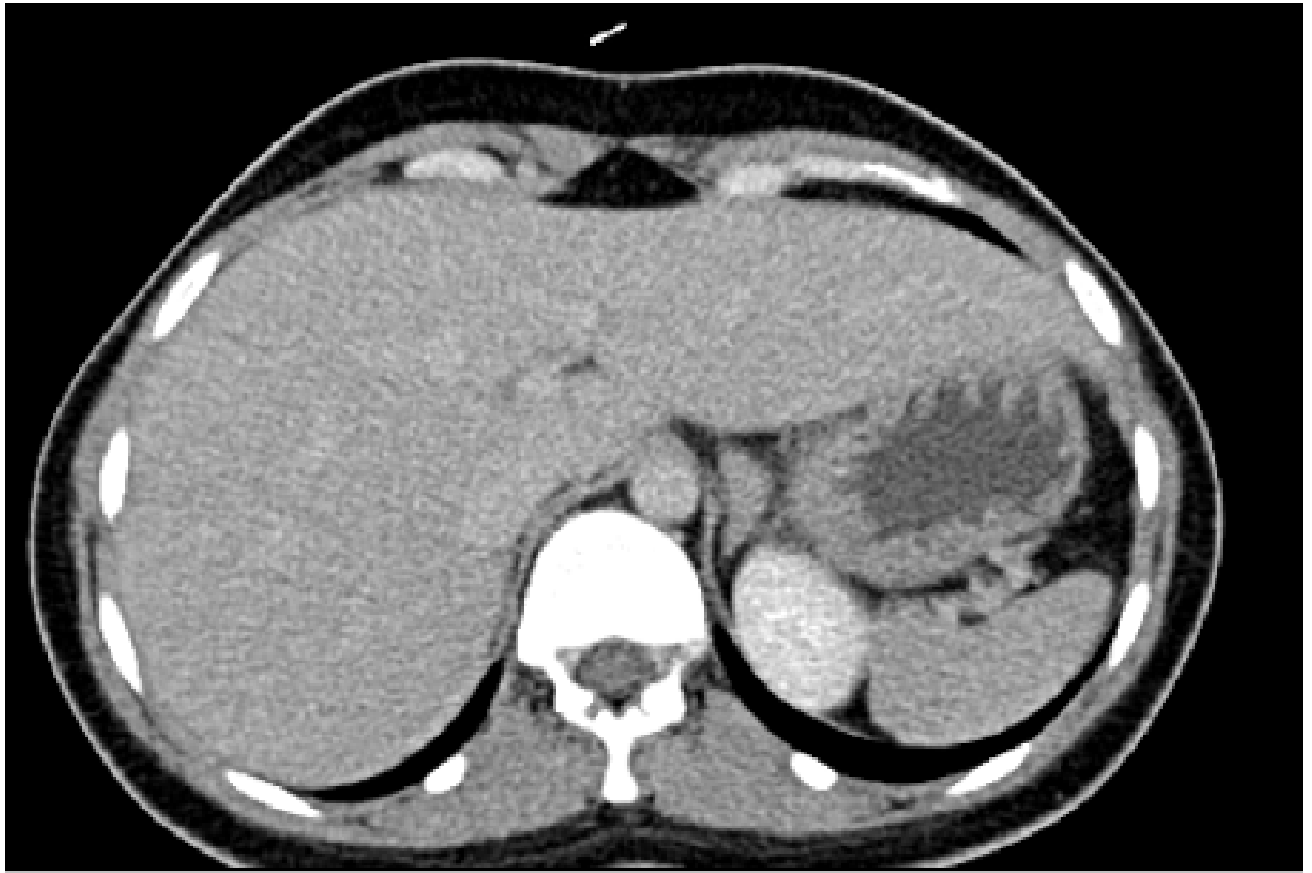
TDM abdominale avec injection de produit de contraste objectivant une masse tumorale de densité tissulaire au niveau de la surrénale gauche [Service d'endocrinologie CHU Ibn Sina Rabat]
